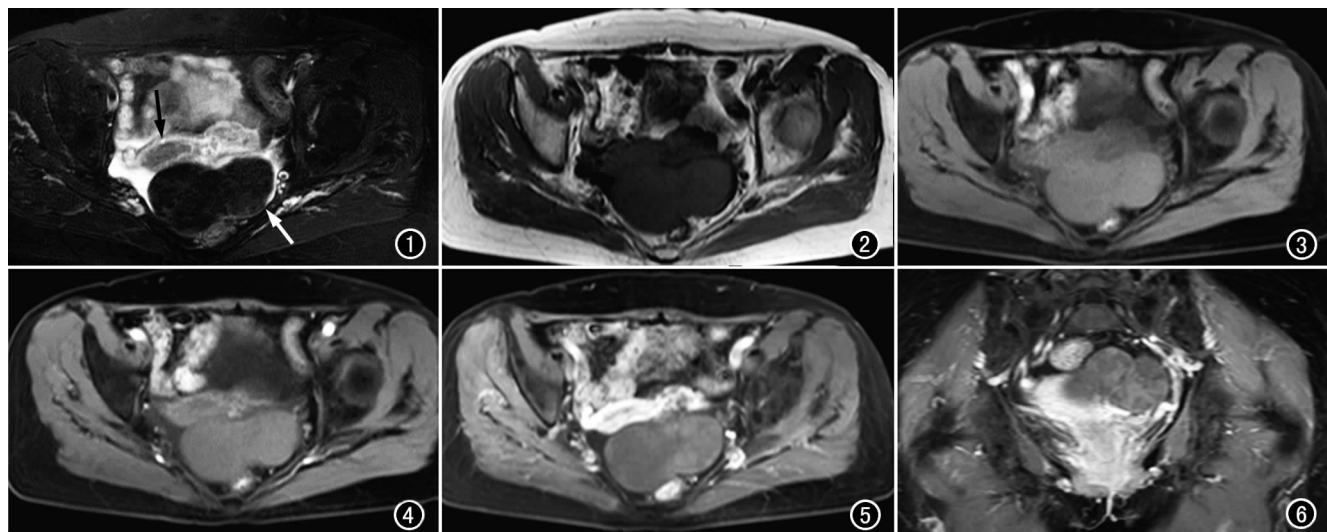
MRI 平扫横断面 T₂WI 抑脂相, 示子宫较小(黑箭), 偏右侧, 其左后方见椭圆形分叶状肿块(白箭), 呈明显低信号, 边界清楚, 病灶周围见少量高信号的积液。图 2 平扫横断面 T₁WI, 示肿块呈均匀低信号。图 3 横断面 T₁WI 抑脂相, 肿块呈均匀等低信号, 与肌肉信号相似。图 4 MRI 增强早期, 肿块无明显强化。图 5 MRI 增强延迟期横断面, 示肿块轻度强化, 信号不均匀。图 6 MRI 增强延迟期冠状面, 示肿块轻度强化, 信号略不均匀, 子宫强化均匀, 后缘略受压, 分界清楚。
